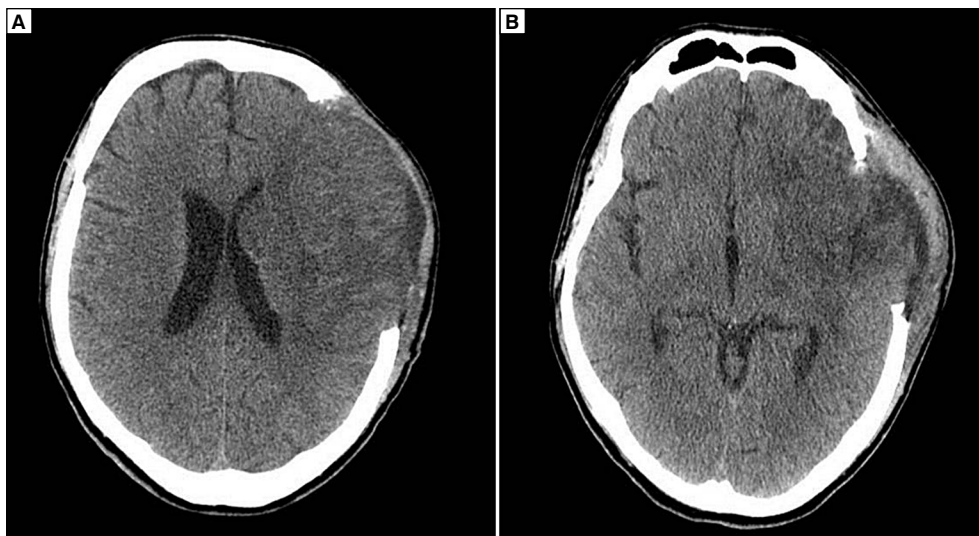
Tomografia komputerowa (TK) mózgu w drugiej dobie hospitalizacji — w lewej półkuli mózgu rozległy obszar hipodensyjny z cechami ukrwotocznienia
